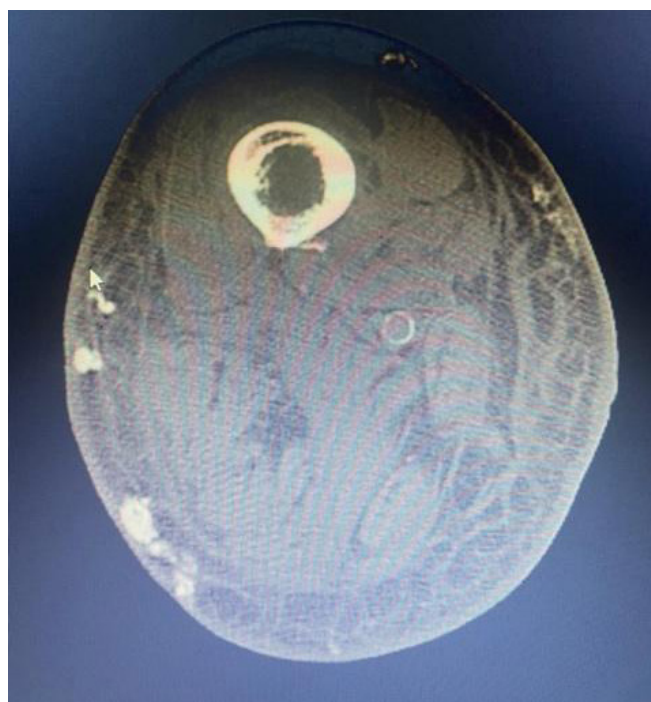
TC de osso longo (corte axial, segmento diafisário). Tofo subcutâneo proeminente associado a múltiplos depósitos menores, traduzindo acometimento extra-articular difuso.
